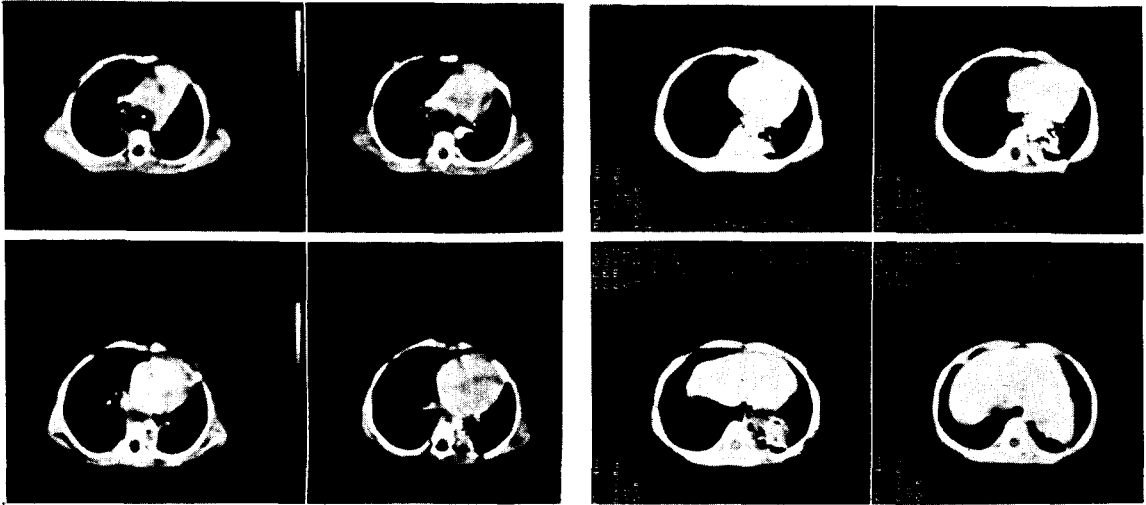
수술전 흉부 CT scan 소견
